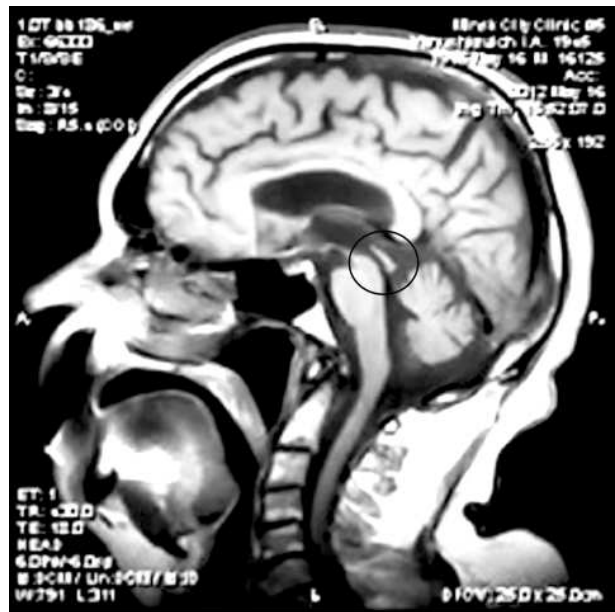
Пациент А., 63 года. МРТ головного мозга – атрофия среднего мозга «клюв колибри» (в круге).
